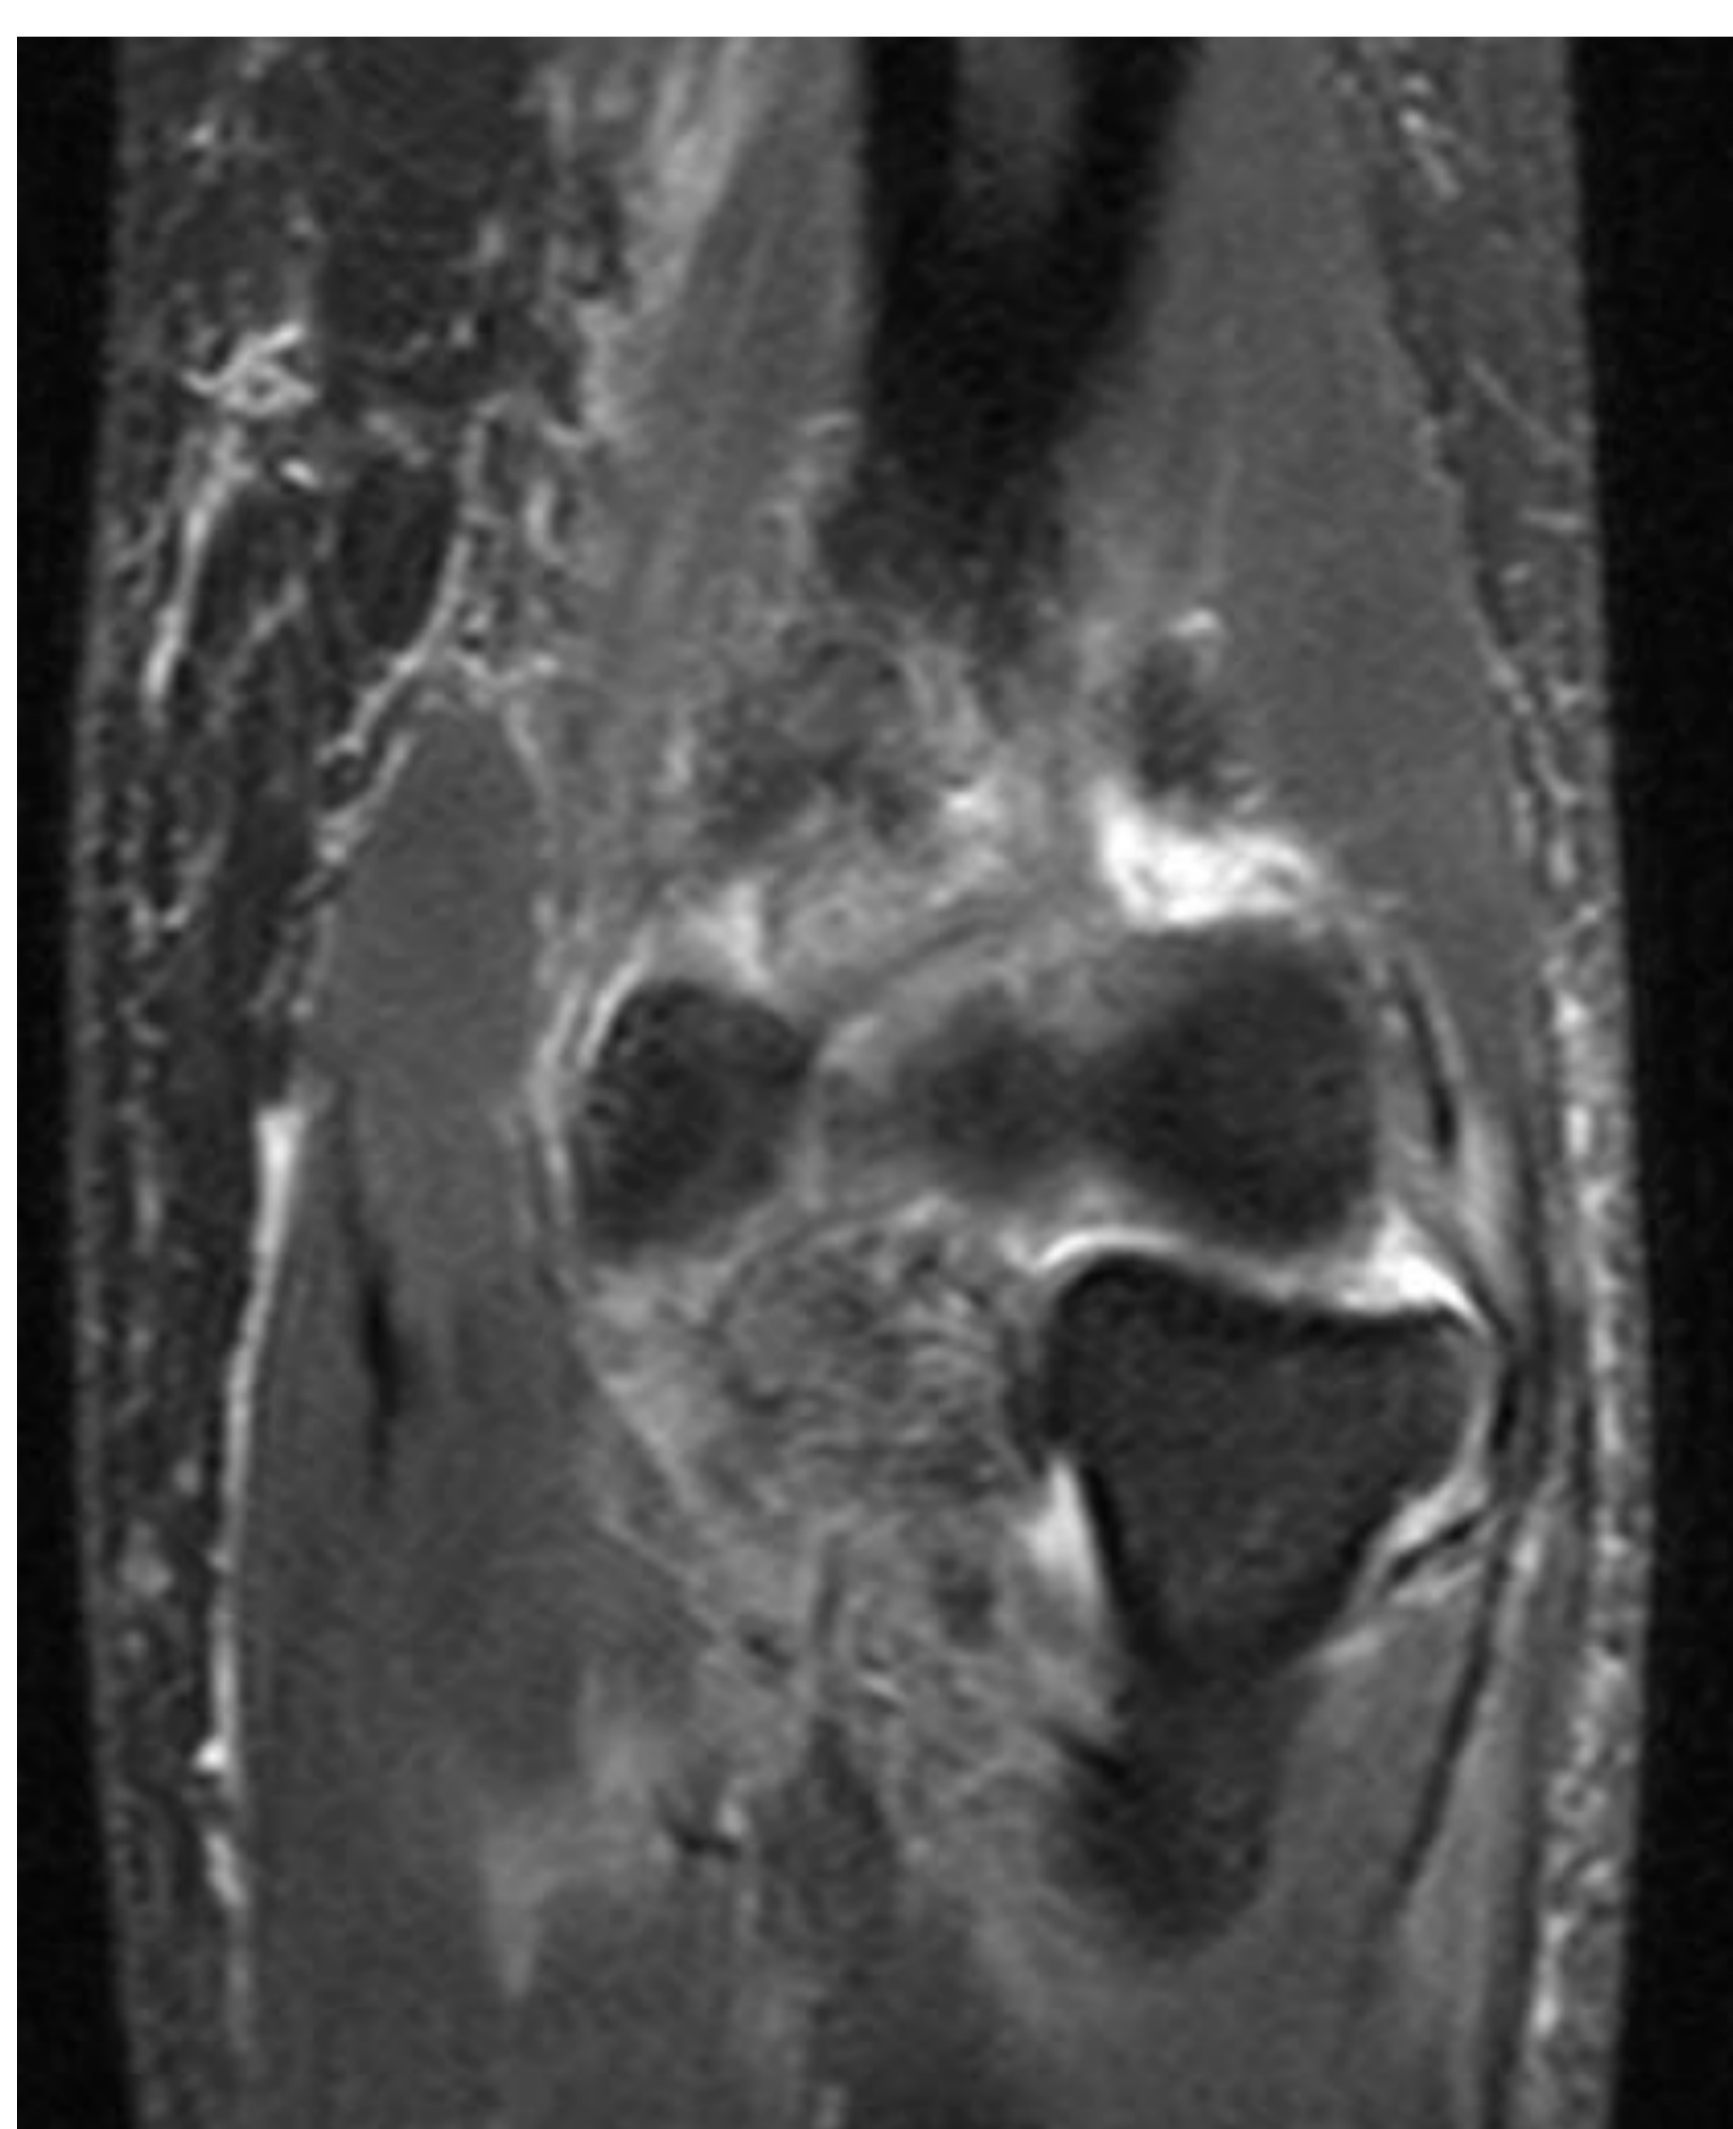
RM plano coronal T2 FS. Se observa engrosamiento del LCL (Radial) con líquido adyacente y derrame articular. Observe la alteración de señal RM por hiperintensidad del LCL en la inserción humeral.
